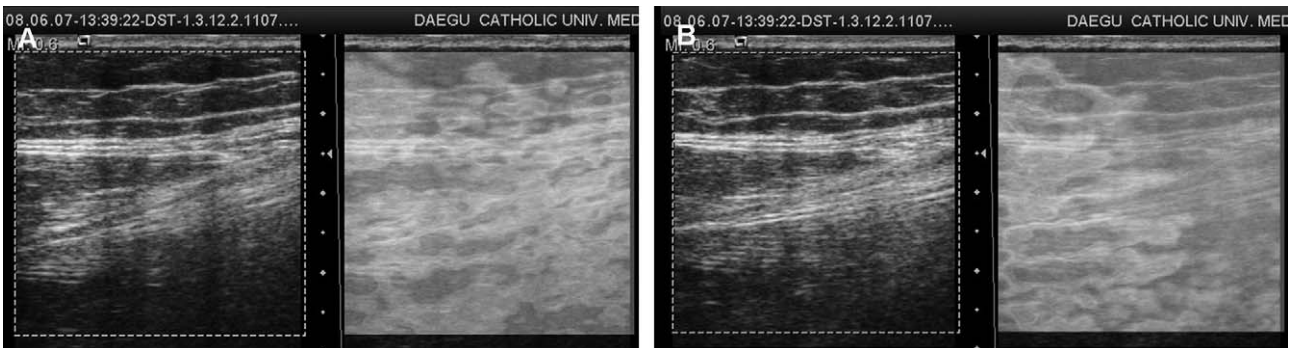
(A) Ultrasound and elastography after acupuncture needling. (B) Ultrasound and elastography during acupuncture needling with rotation. During needle rotation, tissue displacement increased compared with no needle motion.
